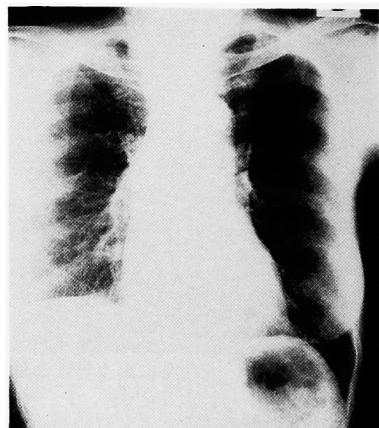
術後2ヵ月, 外来受診時の胸部X線写真
